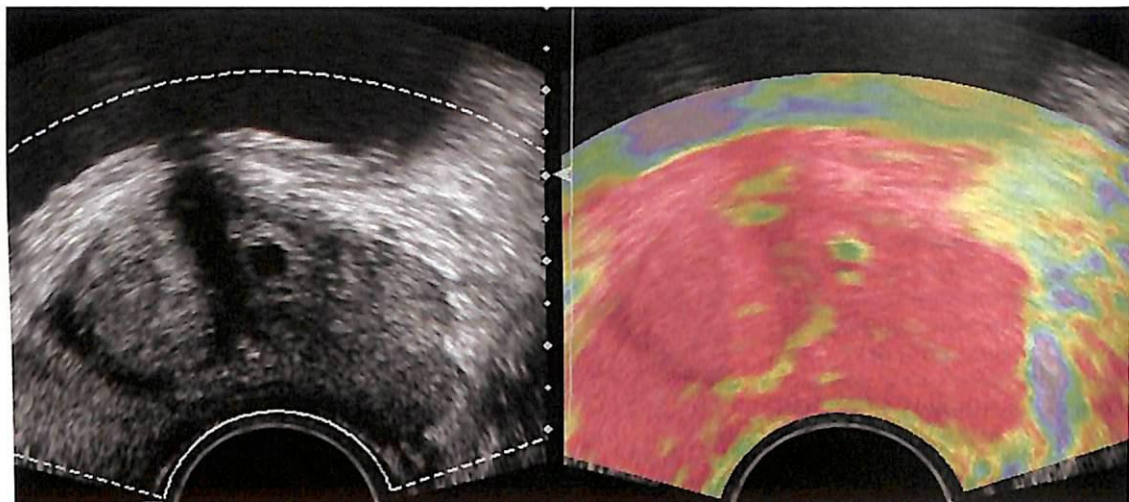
ТРУЗИ с использованием методики механической эластографии. Вся ткань ДГПЖ и периферическая зона картируются красным цветом. Характерных для опухоли «синих» очагов нет.
